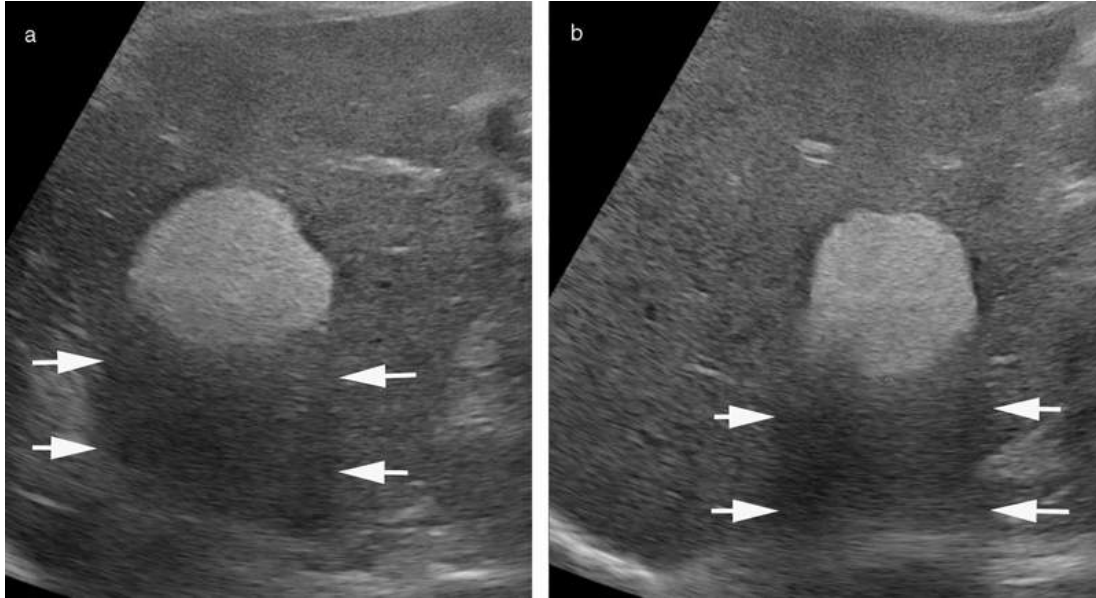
Formation nodulaire hyperéchogène homogène développée au centre du foie droit en vue transversale (a) et sagittale (b). On observe une atténuation postérieure nette du faisceau ultrasonore (flèches) qui doit immédiatement faire douter du diagnostic d'angiome. Il s'agissait d'un adénome muté HNF1 α .
